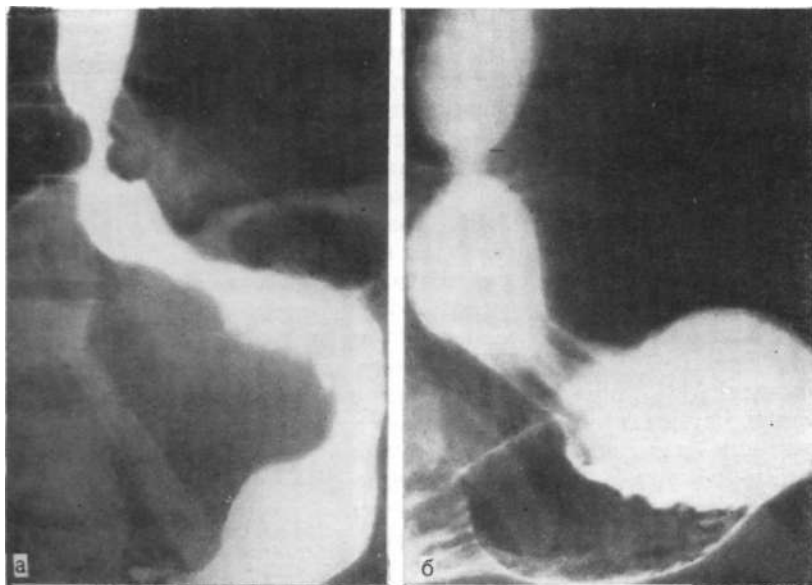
Рентгенограммы. Динамика хиагальной грыжи.
